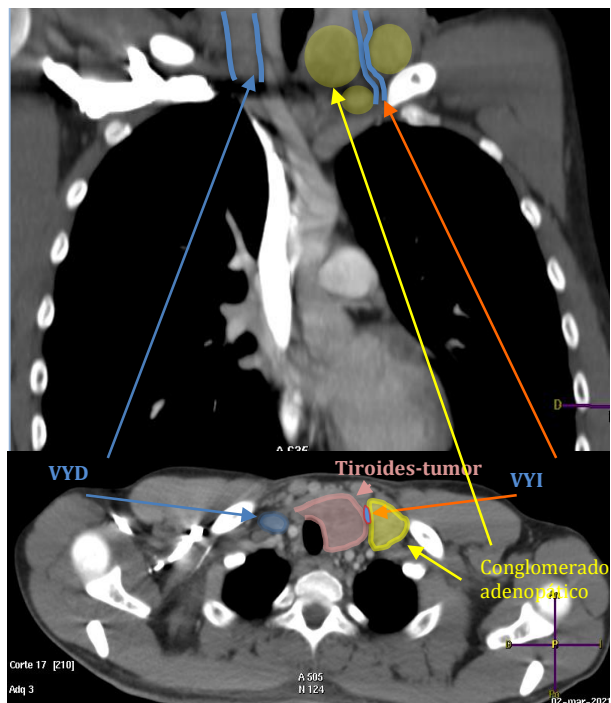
TC en sección coronal (arriba) y transversal (abajo) donde se aprecia la estenosis de la vena yugular izquierda (VYI) por compresión del conglomerado adenopático (amarillo). El nódulo tumoral tiroideo izquierdo y la gran dilatación de la vena yugular derecha (VYD).
